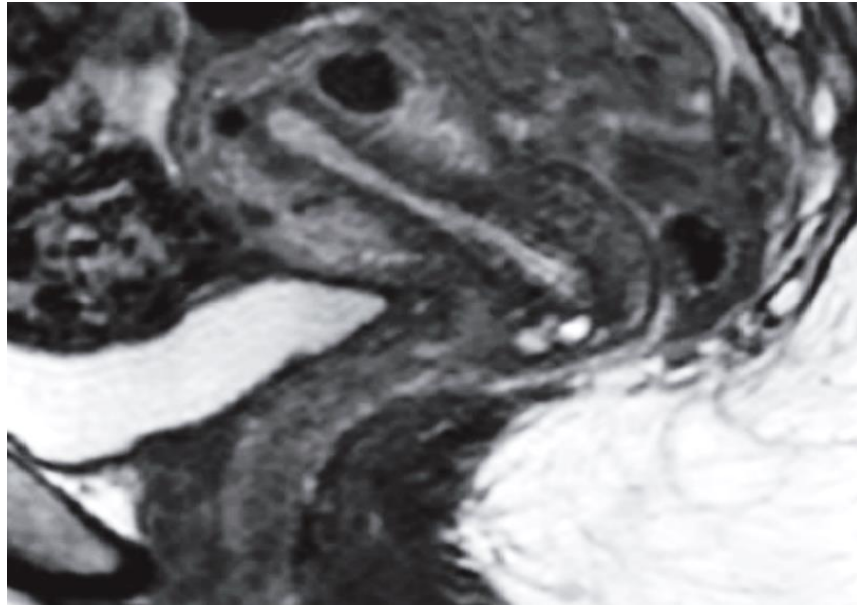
МРТ органів малого тазу у пацієнтки 40 років, II група зі сполученням ГЕ та лейоміоми матки
